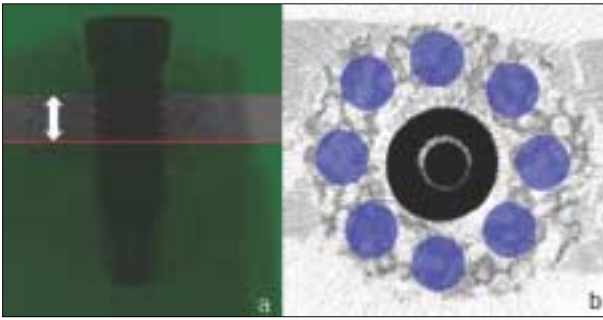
Micro-CT images: VOI for BV and BMD measurement. a) The vertical position: area in arrow, b) The horizontal position: 8 round area.
